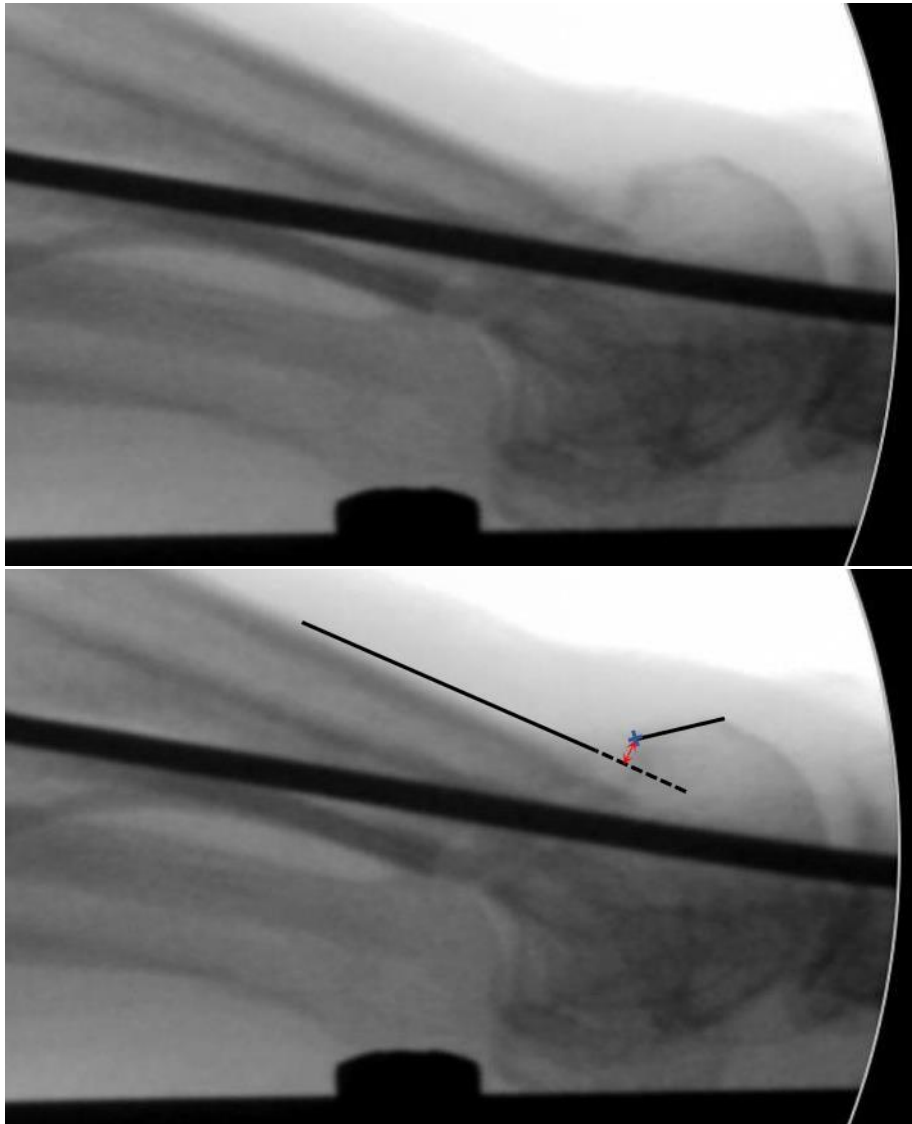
descripció del mètode per mesurar el desplaçament dels fragments a la radiografia lateral. A dalt radiografia d'una projecció lateral de l'osteotomia de SERI on s'evidencia un desplaçament dorsal del cap. A la radiografia inferior, mateixa radiografia amb la mesura del desplaçament. Es traça una línia que ressegueix la diàfisi metatarsiana (línia negra contínua) i que continua distalment més enllà de l'osteotomia (línia de punts). Des de l'inici del fragment metafisial (creu blava) es traça una línia perpendicular a la línia diafisial (línia vermella) que serà la mesura de la distància entre fragments. Autor: Font pròpia.
